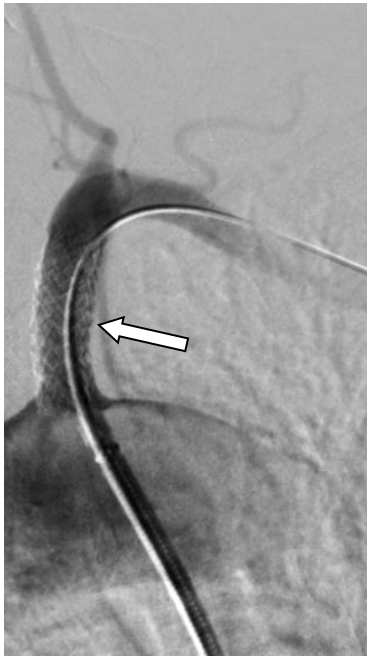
Рентгенконтрасна ангіографія хворого Є. Стентування проксимального відділу лівої ПкА.
